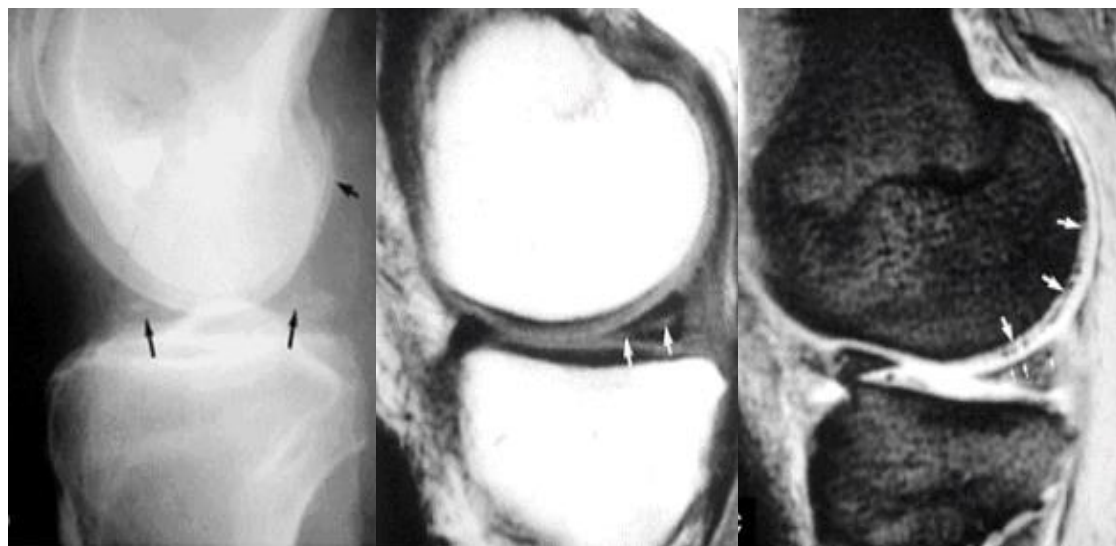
Хондрокальциноз. Фрагмент рентгенограми колінного суглоба в бічній проекції та МРТ T1- і STIR-зображення у сагітальній площині – визначається звапніння менісків і суглобового хряща (стрілки), що візуалізується на МРТ у вигляді дегенерації заднього рога медіального меніска (T133) у вигляді горизонтального інтенсивного сигналу (стрілки) та нерівномірного дрібнокрапкового звапніння хряща і меніска у вигляді гіпоінтенсивних сигналів (за Stoler D.).
